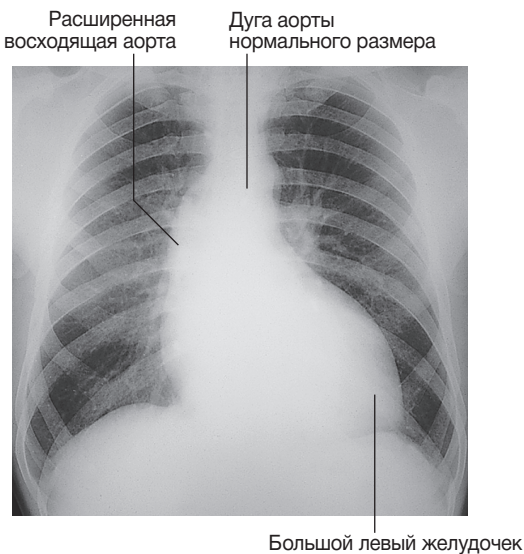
Рентгенограмма органов грудной клетки у пациента с аортальной недостаточностью, увеличением размеров левого желудочка и расширением восходящей аорты
